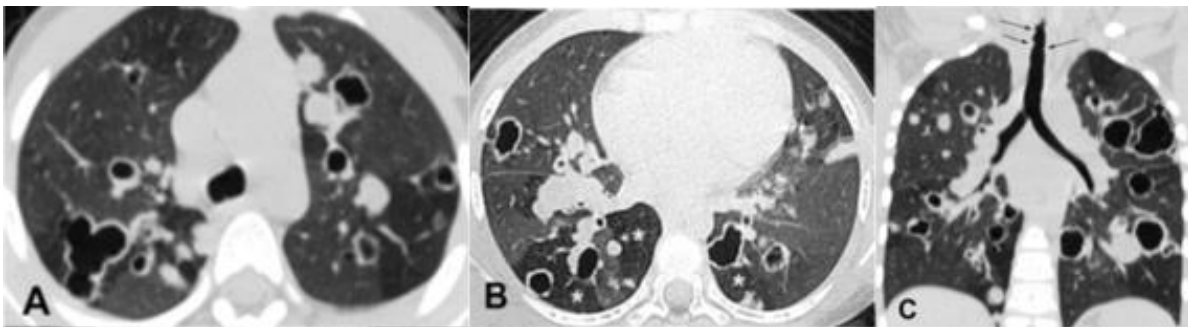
Tomografía computada de un niño de 6 años con PRRJ⁴. A. Corte axial en región alta. B. Corte axial en región media, con lesiones tabicadas bien definidas y paredes delgadas, con áreas de atrapamiento aéreo. C. Cortes coronales que muestra lesiones polipoideas abultadas en tráquea no obstructivas.
